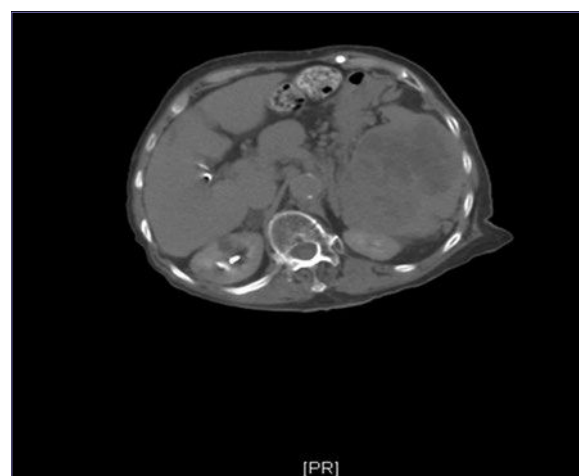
Corte axial y coronal de TC de abdomen donde se observa tumor de 13 x 10 x 10 cm de diámetro, con aparente infiltración a tejidos adyacentes, sin datos de actividad ganglionar intraabdominal.
